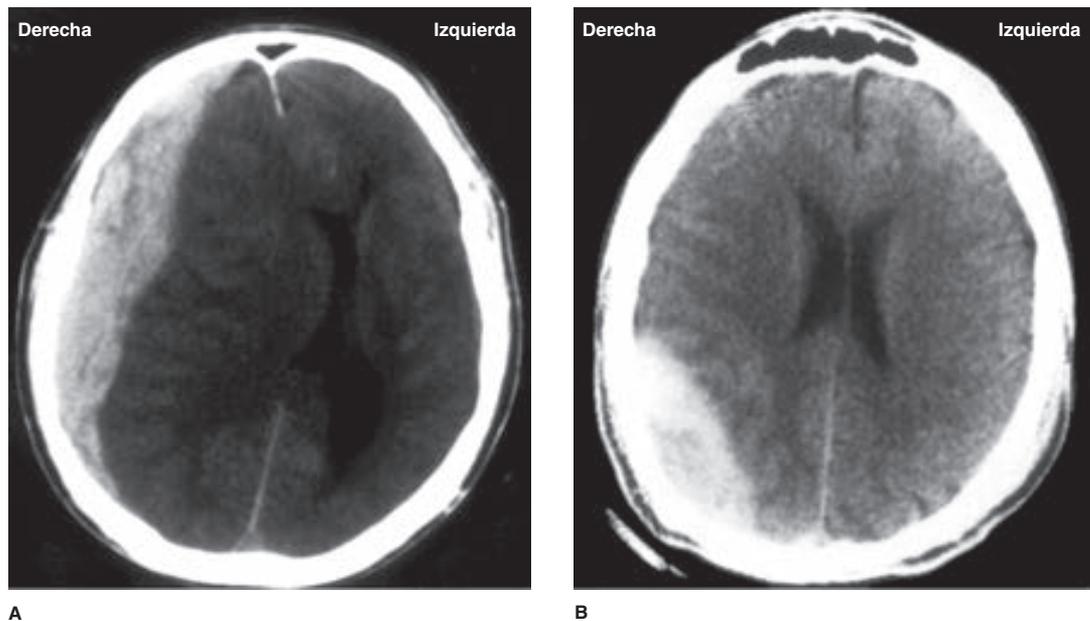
A: Hematoma subdural. Imagen TC sin contraste que muestra una gran masa de alta densidad en forma de media luna sobre el hemisferio derecho, con un desplazamiento de los ventrículos laterales más allá de la línea media. B: Hematoma epidural. Imagen TC sin contraste que muestra una gran masa de alta densidad en forma de lente en la región parieto-occipital derecha. Se observó fractura del hueso occipital en ventanas óseas.
